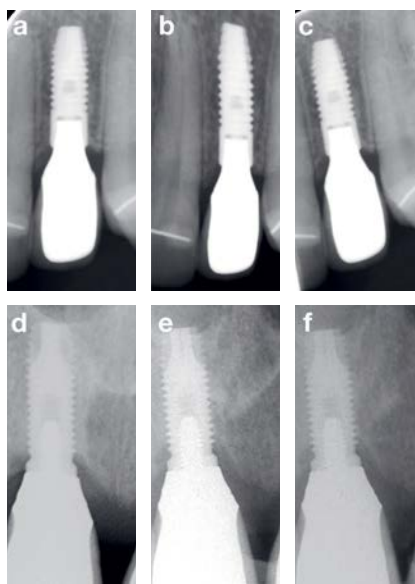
Zwei Patientenfälle mit periapikalen Röntgenaufnahmen nach Übergabe der prothetischen Versorgung (a, d), bei der Einjahres-Kontrolle (b, e) und nach fünf (c) beziehungsweise neun Jahren (f). Aufgrund der unterschiedlichen Implantat- und Verbindungstypen zeigte sich beim zweiten Fall (d-f) ein ausgeprägtes, nichtentzündungsbedingtes, knöchernes Remodeling (d versus e), das aber im weiteren Verlauf stabil blieb (e versus f).
